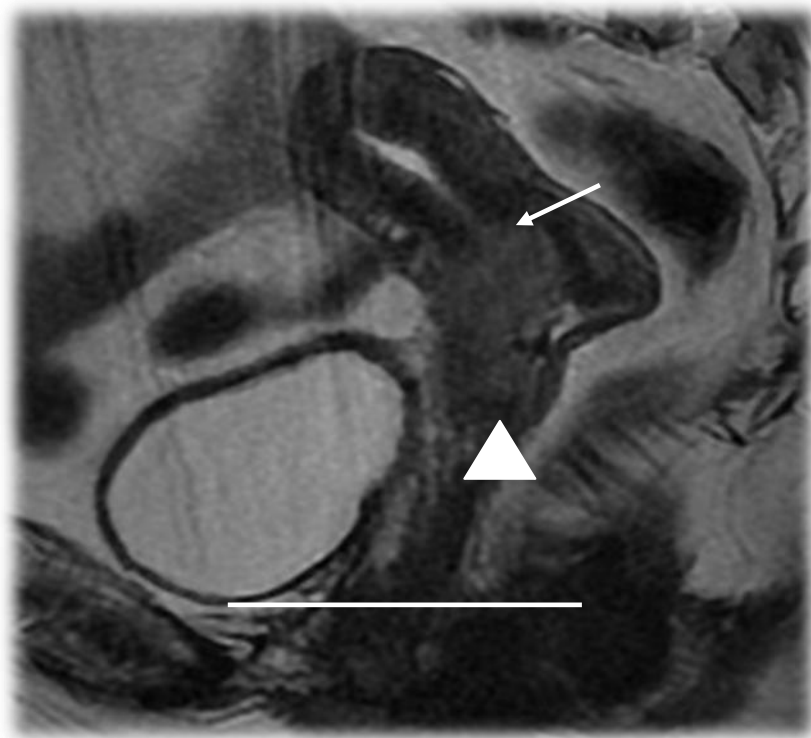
IRM en pondération T2, coupe sagittale. Patiente de 56 ans, carcinome adénosquameux du col utérin, mesurant 42 mm de grand axe, avec extension à l'isthme utérin (flèche blanche), extension à la cavité vaginale ne dépassant pas les 2/3 supérieurs (tête de flèche). Absence d'extension paramétriale avec un aspect continu de l'anneau stromal fibreux cervical en hyposignal T2. Absence d'extension aux organes de voisinage. Classé stade IIA de FIGO traitée par une radio-chimiothérapie concomitante (RCC).
